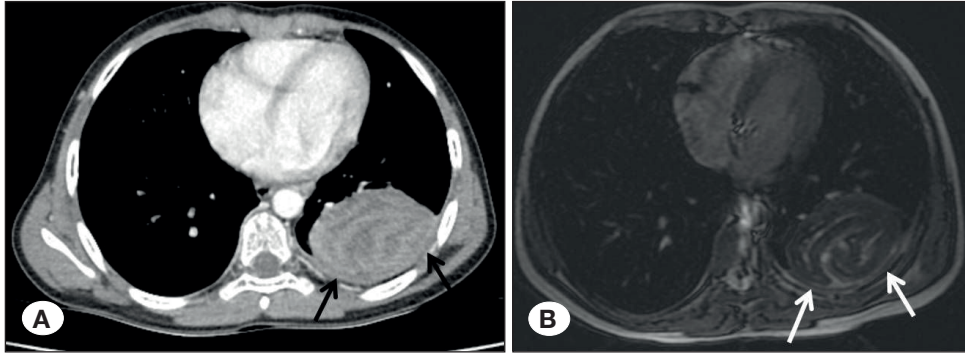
Akut myeloblastik lösemi nedeniyle kemoterapi alan ve nötrojenik ateş nedeniyle araştırılan 3 yaş kız hastaya ait aksiyel BT (A) görüntüsünde sol akciğer alt lob posterobazal segmentte çevresi buzlu cam opasitesinde nodül (ok) saptanmış olup 11 gün sonra çekilen aksiyel yağ baskılı T2A görüntüde (B) çevresel buzlu cam intensitesi gösteren nodülün santralinin kaviteleştiği (ok) görülmüştür.
